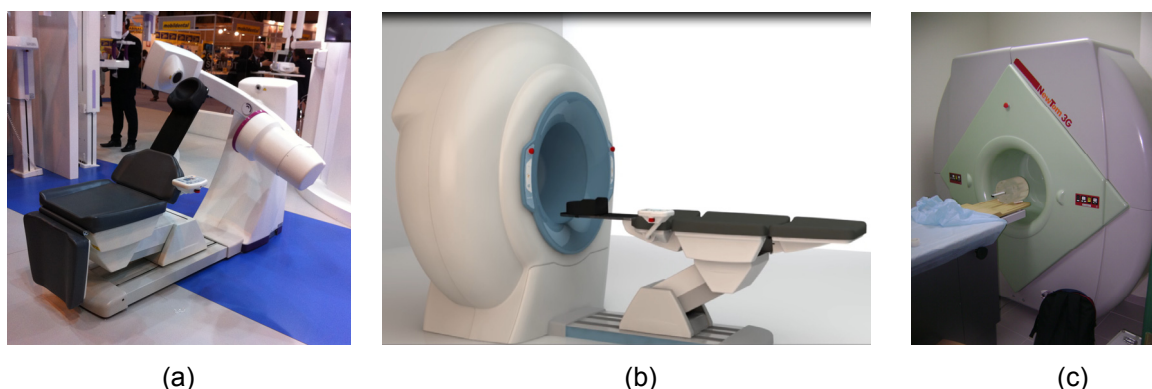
Equipos de CBCT en los que el paciente se coloca semisentado o acostado
